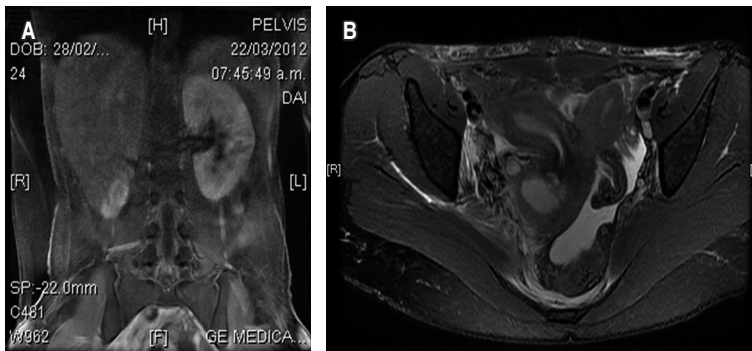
Imágenes de resonancia magnética en las que se observa (A) útero didelfo y (B) agenesia renal derecha. Únicamente se observa la presencia de riñón izquierdo.
